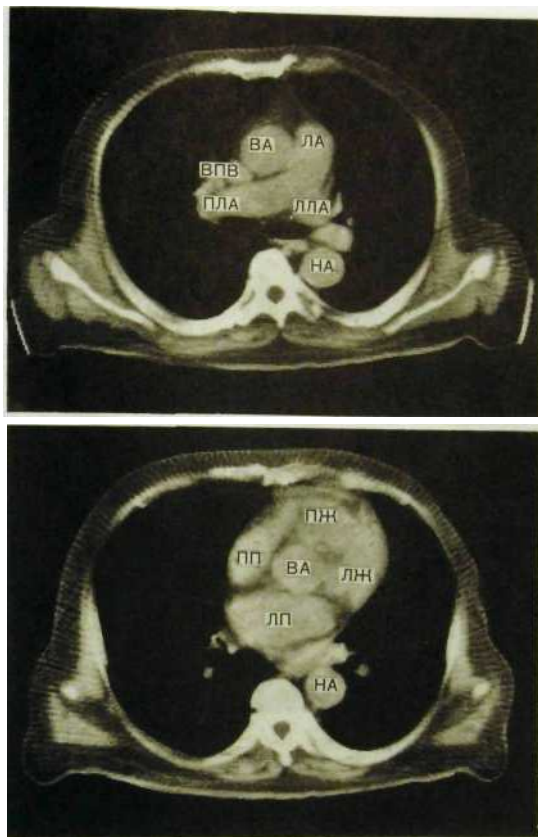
58. Компьютерные томограммы сердца с усилением (срезы выполнены на различных уровнях сердца).
